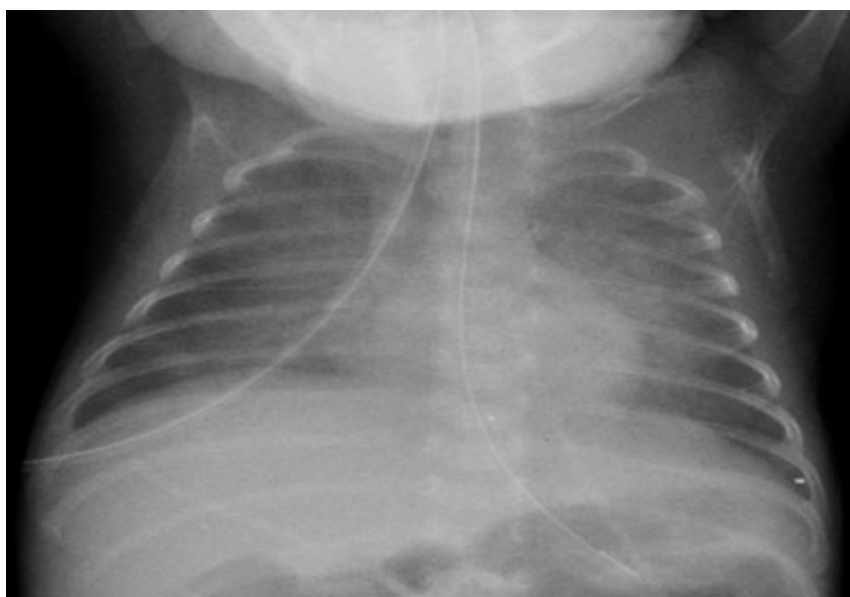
Рентгенограмма ребенка с «новой БЛД».
